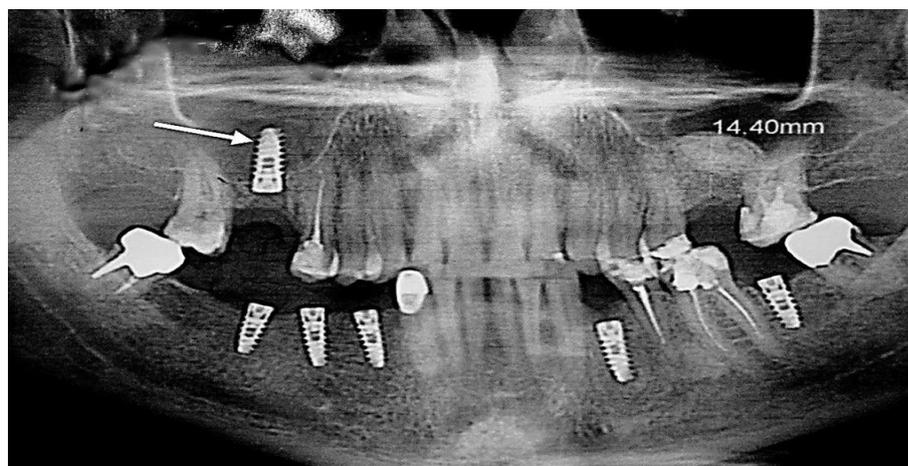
Ортопантомография пациента 45 лет, направленный в стоматологический стационар на консультацию по поводу хронического правостороннего верхнечелюстного синусита и наличия дентального имплантата (указано стрелкой) в просвете пазухи.
